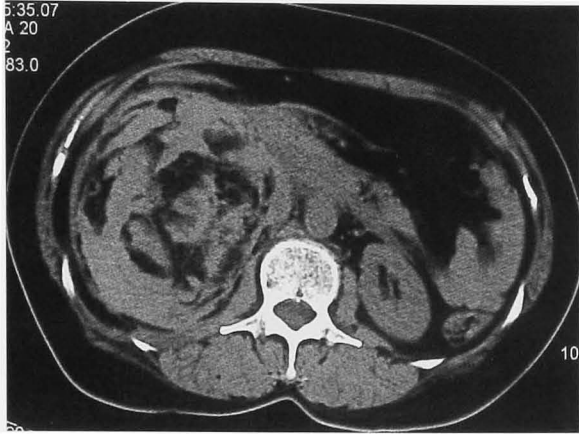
On admission, abdominal CT demonstrated a retroperitoneal hematoma associated with fat density, indicating spontaneous rupture of angiomyolipoma.
